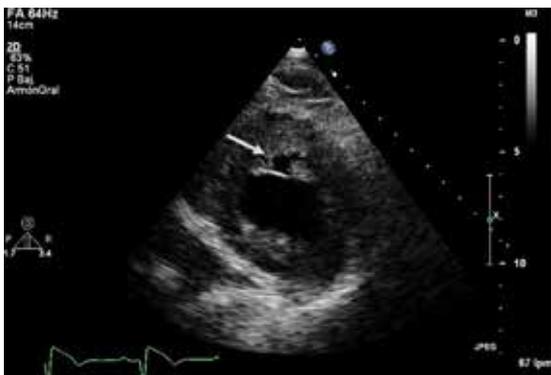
Ecocardiograma transtorácico en vista paraesternal en eje corto, se evidencia hematoma disecante intramiocárdico en región septal.
